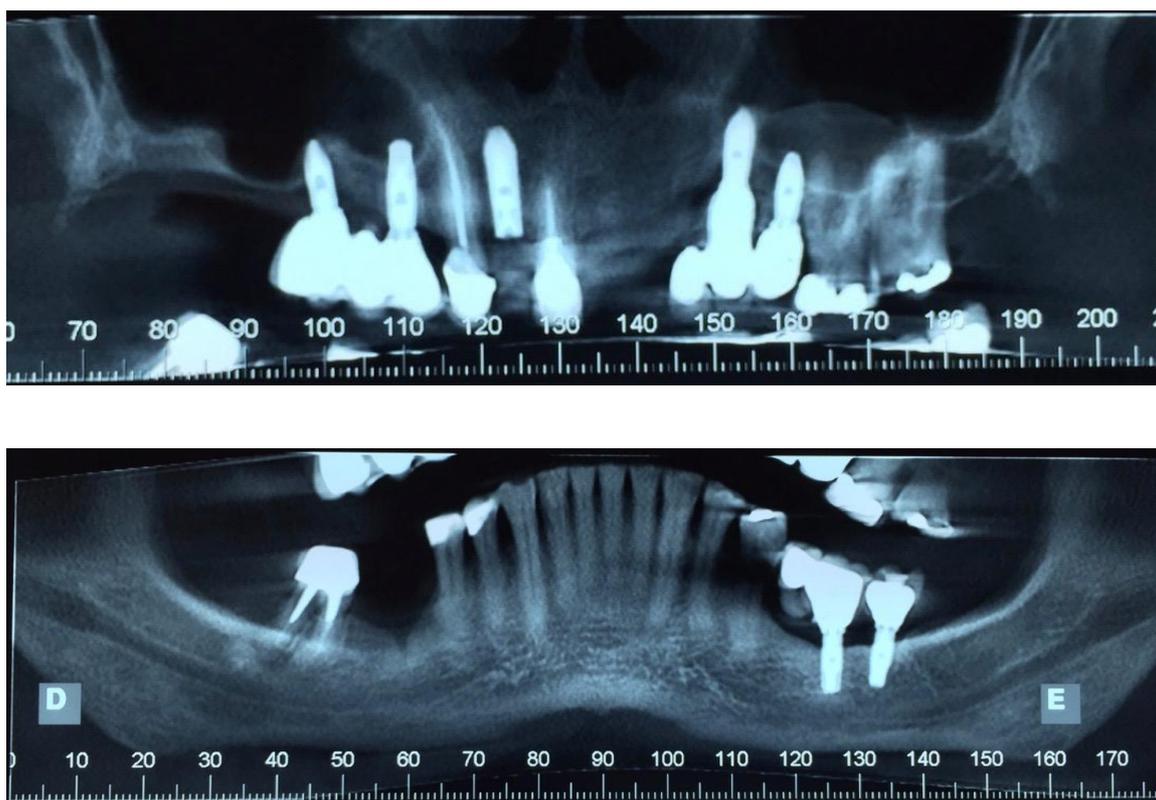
Corte panorâmico da tomografia computadorizada linear.
